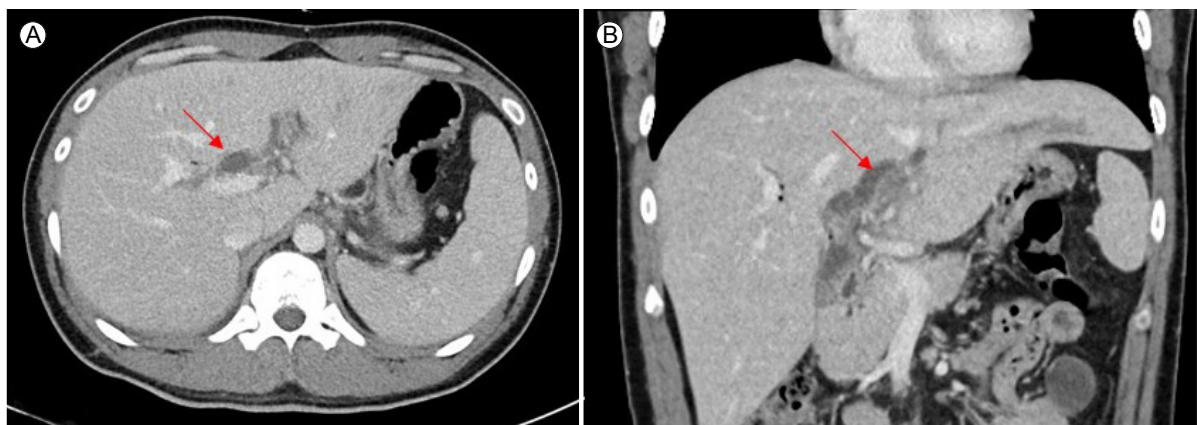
Transverse (A) and coronal (B) images of an asymptomatic 52-year-old man with an incidentally diagnosed portal vein thrombosis (PVT) visible on computed tomography performed during routine healthcare screening (arrow).
